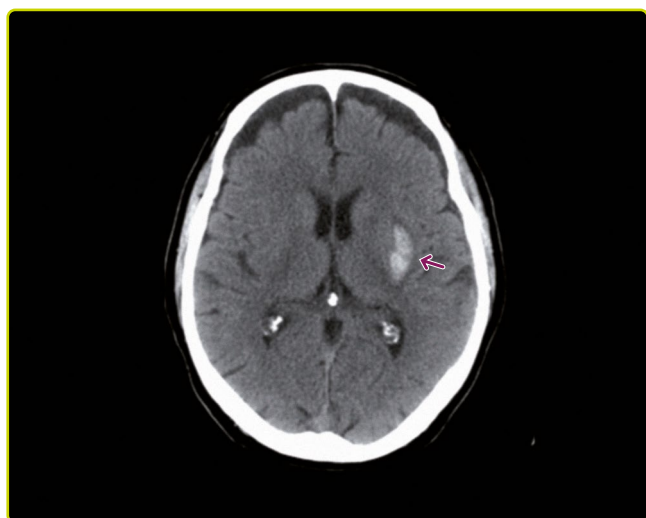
TC craneal simple. Hemorragia aguda de ganglios basales izquierdos (núcleo lenticular), típicamente de origen hipertensivo.
